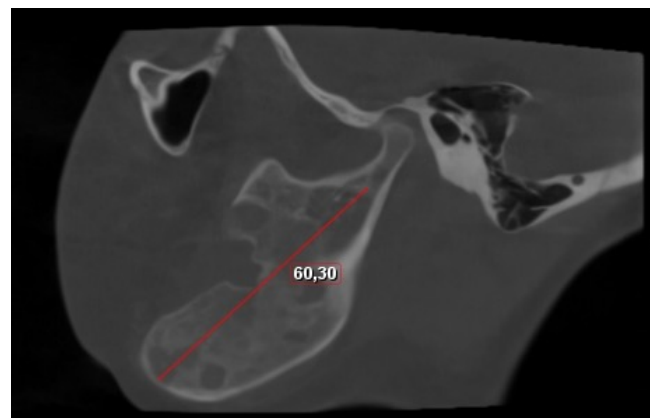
Tomografía computarizada de haz cónico prequirúrgica.
